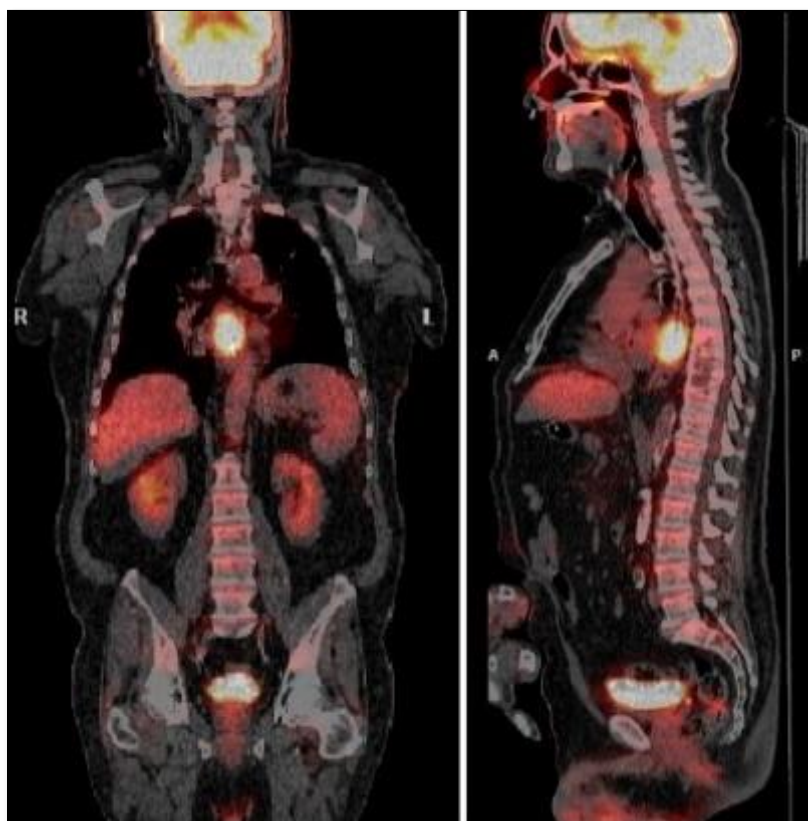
[¹⁸F]FDG PET/TC. Engrosamiento concéntrico e hipermetabólico de las paredes del esófago torácico medio en paciente con carcinoma epidermoide T2N0M0.
